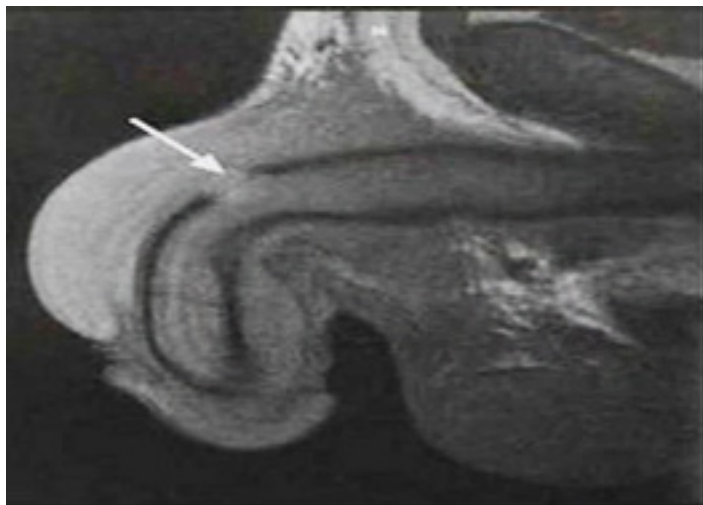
МРТ картина перелома полового члена (дефект в белочной оболочке).
